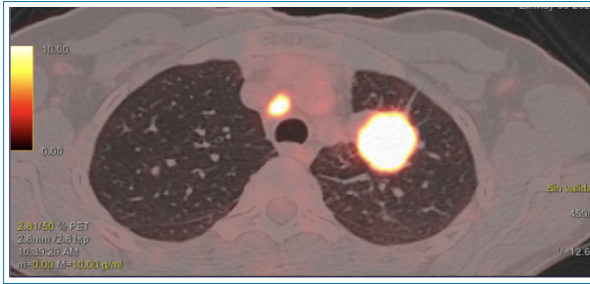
PET-TC al diagnóstico (mayo 2024).
